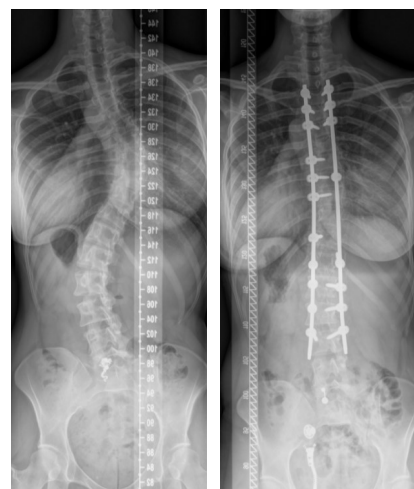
Radiografia posteroanterior en bipedestació d'una pacient amb escoliosi idiopàtica de l'adolescent.
